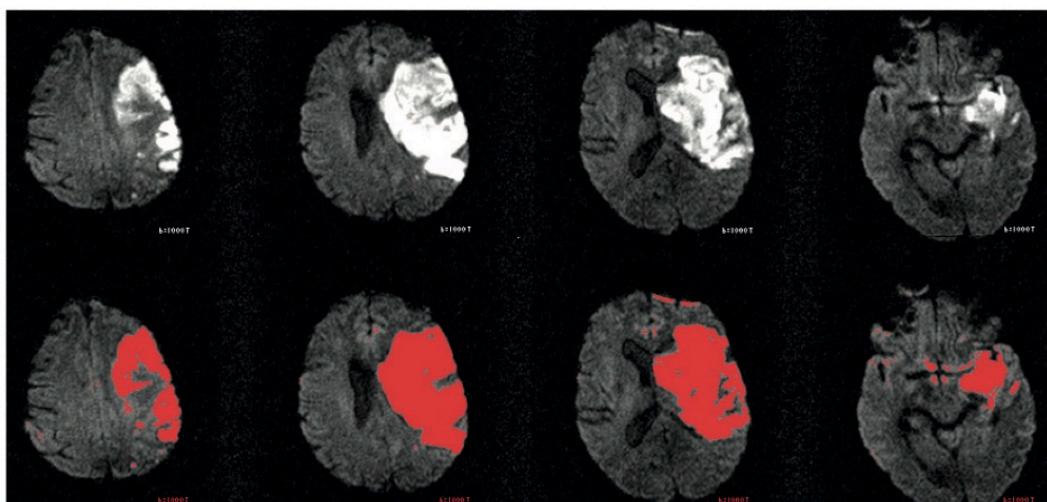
Example of an acute ischaemic stroke in the territory of the right middle cerebral artery in 4 diffusion-weighted horizontal magnetic resonance (MR) images (DWI, upper line). Voxel counting of the lesion and volume calculation are based on manually selected lesion regions in each MR slice (red, bottom line).
